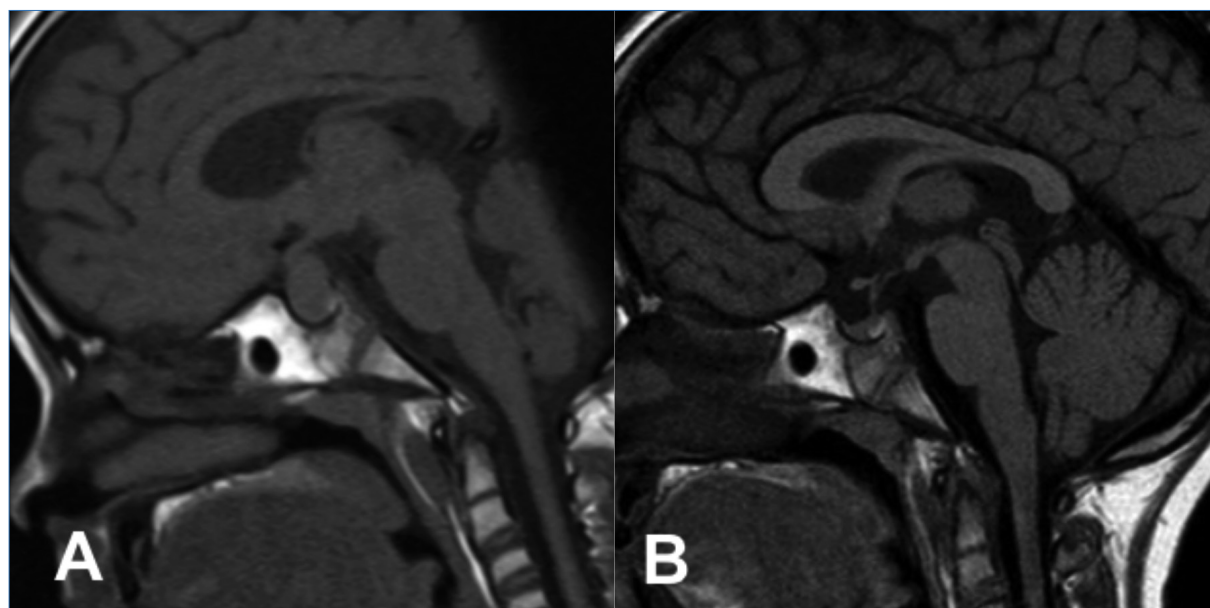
Resonancia magnética hipofisaria al diagnóstico. A. Hallazgos al diagnóstico: lesión homogénea a nivel selar con extensión supraselar. B. Hallazgos a los 6 meses tras inicio del tratamiento: desaparición de la lesión.
